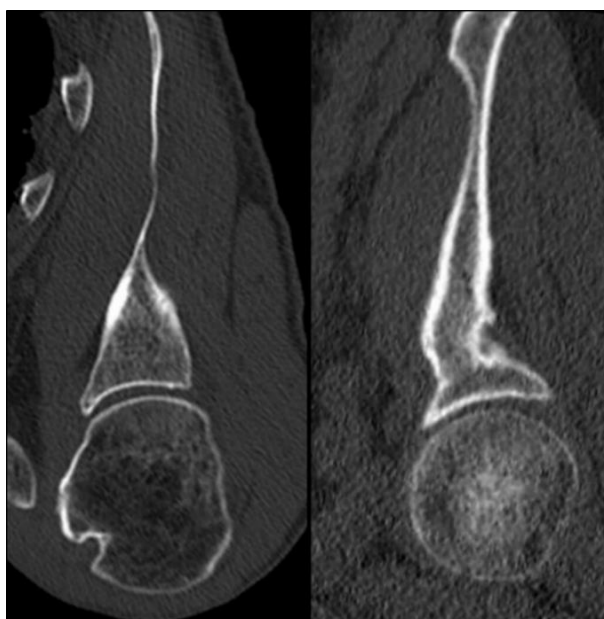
Nella prima immagine a sinistra possiamo osservare una sezione in CT di una spalla, nell'immagine a destra una ricostruzione MPR-SCF in sagittale di un'articolazione coxo-femorale.
